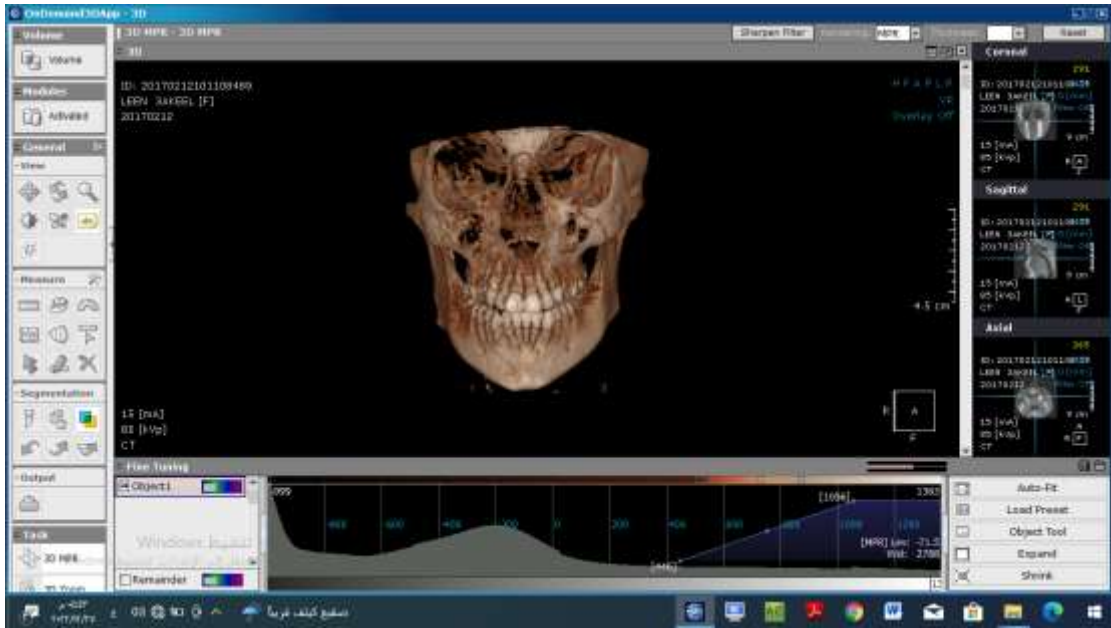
يوضح تقنية التصوير المقطعي CBCT
